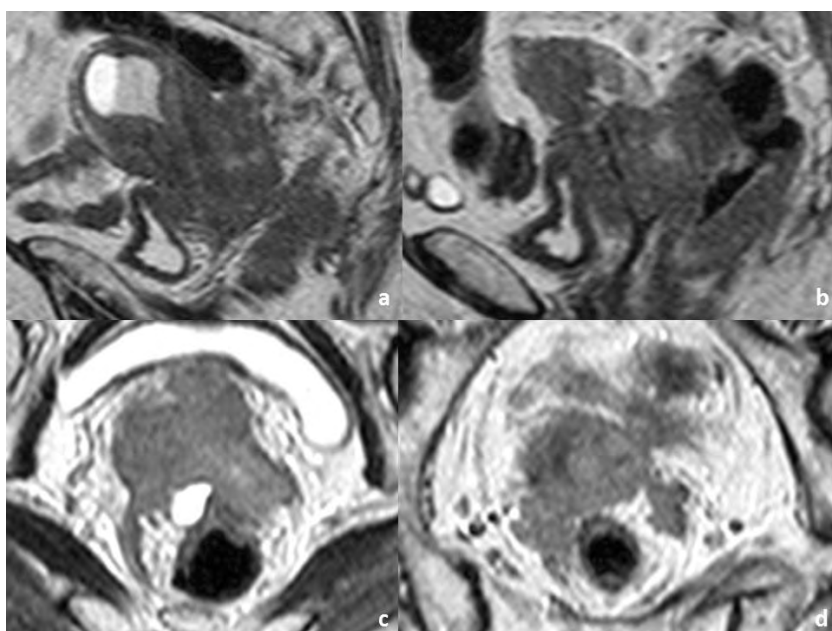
Mulher de 79 anos com volumoso tumor do colo do útero estágio IVA, com invasão do recto. A RM pélvica de estadiamento, em sequência ponderada em T2 no plano sagital (a e b) revela crescimento posterior do tumor com invasão da parede rectal. O plano axial obtido na mesma ponderação (c e d) mostra que o crescimento do tumor ocorre lateralmente, ao longo dos ligamentos útero-sagrados. É também visível que a há invasão de toda a parede rectal, incluindo da mucosa, com crescimento do tumor no lúmen. Estes achados determinam o estágio IVA da FIGO.
